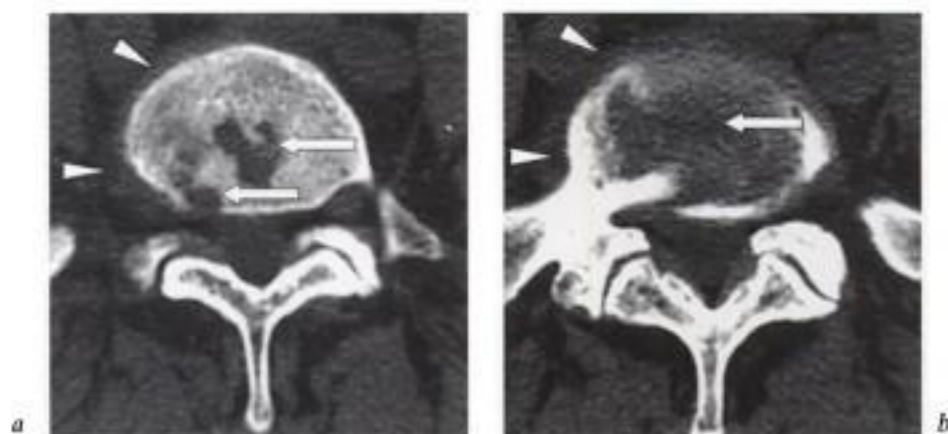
Aspect TDM précoce d'une spondylodiscite.
